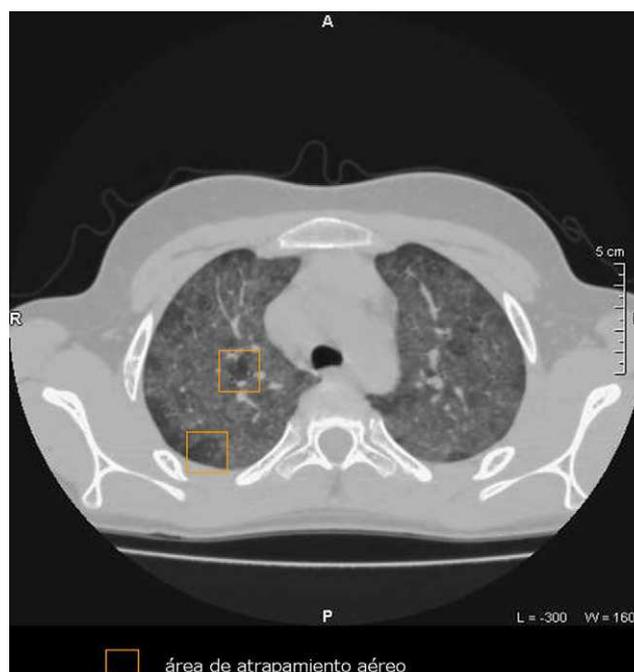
Corte espiratorio de tomografía computarizada torácica de alta resolución que muestra áreas parcheadas de atrapamiento aéreo.
